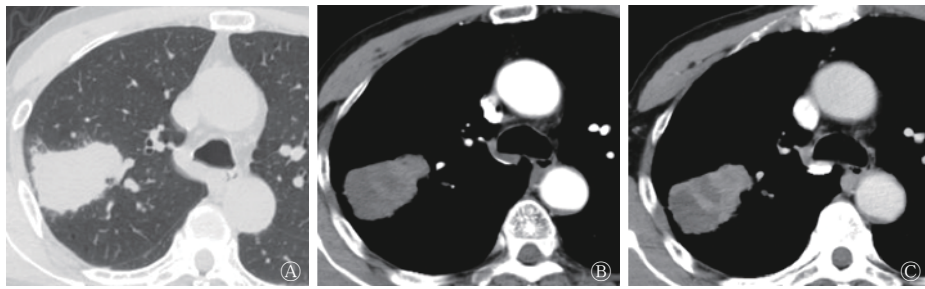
肺肝样分化腺癌患者(男性, 66岁)的胸部CT平扫和增强扫描图 A、B、C分别为CT平扫、增强CT动脉期、增强CT静脉期图。CT平扫显示右肺上叶尖后段可见大小约4.1 cm×3.5 cm×4.0 cm的不规则软组织肿块影, 边界清晰, 内部密度不均匀, 近肺门侧见斑片状稍高密度影; 增强CT动脉期、静脉期病变明显且持续强化, 远端片状低密度区未见明显强化。CT为计算机体层摄影术
